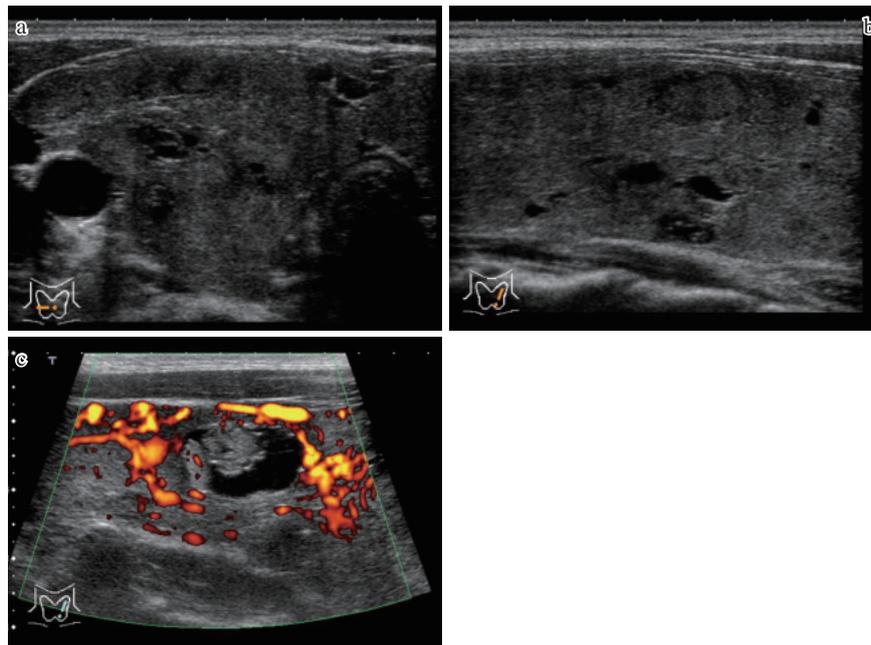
症例3. サイログロブリン異常症の甲状腺超音波像
